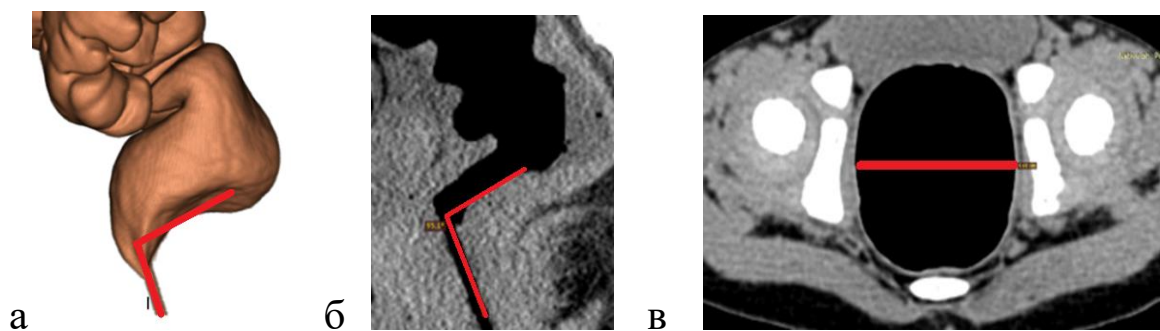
Измерения ректоанального угла в режиме «Lung» вирт. реконструкции (а), в сагиттальной КТ-реконструкции (б), макс. диаметра прямой кишки в аксиальной КТ-реконструкции (в)
